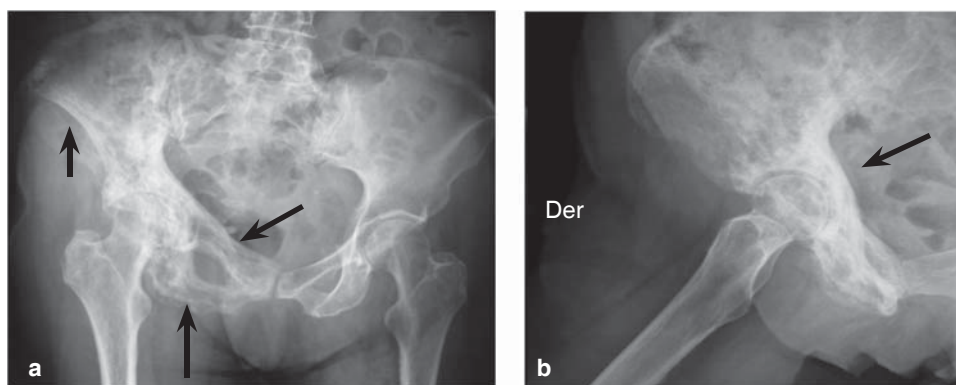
a Radiografía anteroposterior de pelvis. b Proyección mediolateral de cadera.
